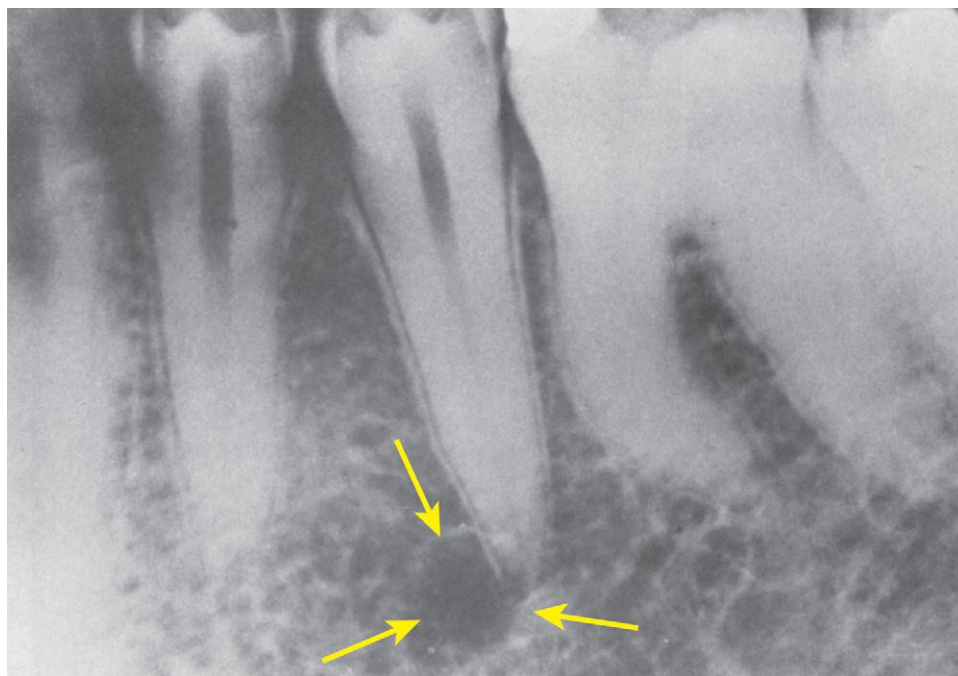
Las radiografías pueden ayudar a localizar el agujero mentoniano (flechas). (Cortesía del Dr. Robert Ziehm.)
